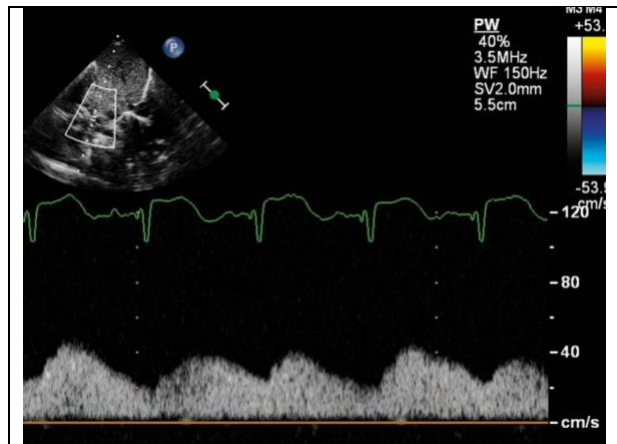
Onda de doppler pulsada en aorta abdominal donde se demuestra la disminución de flujo el cual se continua hasta la diástole (3).
